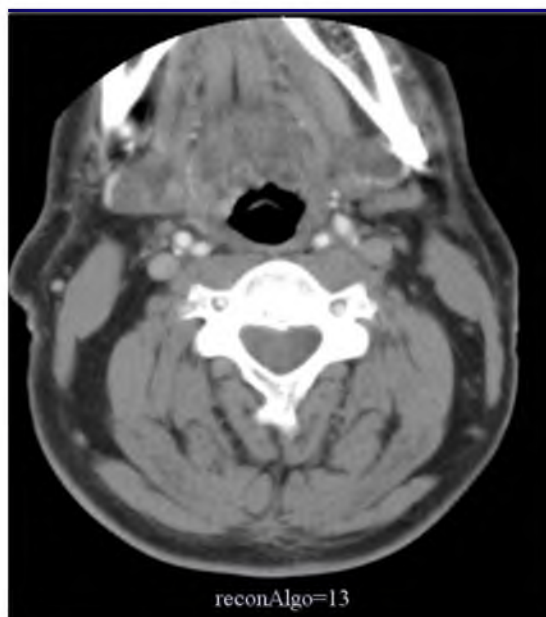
Визуализация позвоночных артерий в сегменте V2 у мужчины 50 лет при КТ-ангиографии на аксиальном срезе
